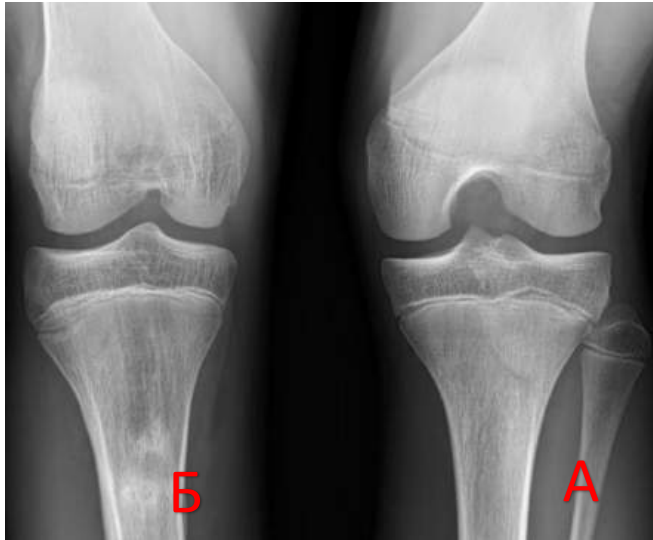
Фото рентгенограм КС пацієнта З., 14 років (Додаток Ж №38, історія хвороби №91376): а) стабільний КС; б) нестабільний КС за ВВРНК
